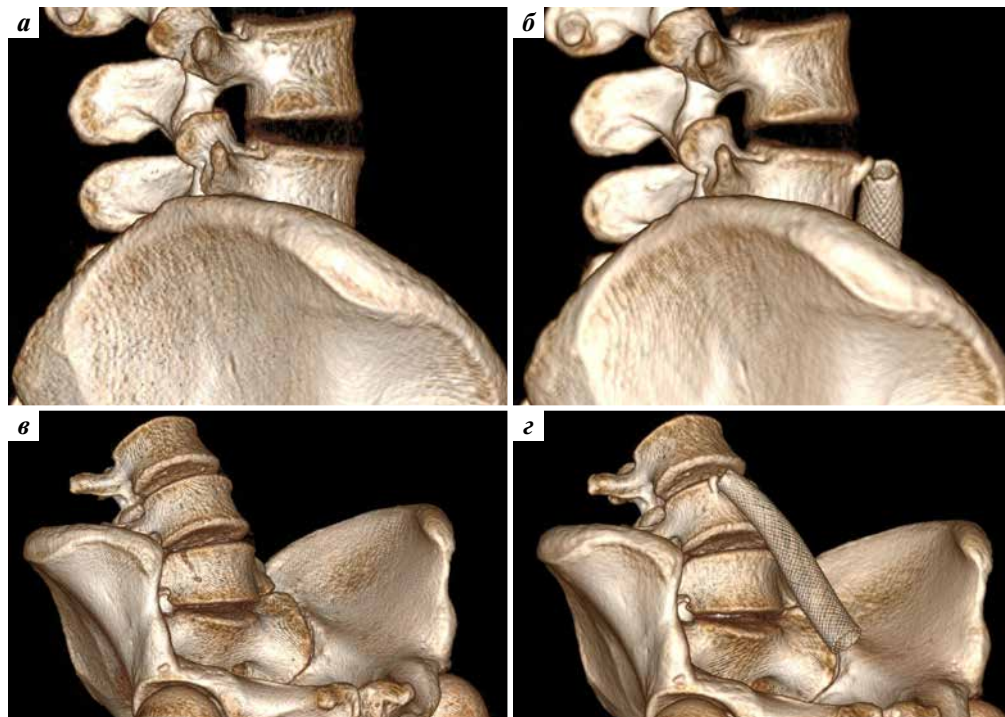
Мультиспиральная компьютерная томография органов брюшной полости, забрюшинного пространства и органов малого таза с контрастным усилением от 22.01.2018 (а, в) и мультиспиральная компьютерная кавернозография от 17.08.2022 (б, г): а – правая сагиттальная проекция, верхний край 5-го поясничного позвонка не изменен; б – правая сагиттальная проекция, остеофит верхнего края 5-го поясничного позвонка, в который упирается проксимальный конец стента в левой общей подвздошной вене; в – передне-право-нижняя проекция, верхний край 5-го поясничного позвонка не изменен; г – передне-право-нижняя проекция, остеофит верхнего края 5-го поясничного позвонка на уровне проксимального края стента в левой общей подвздошной вене
